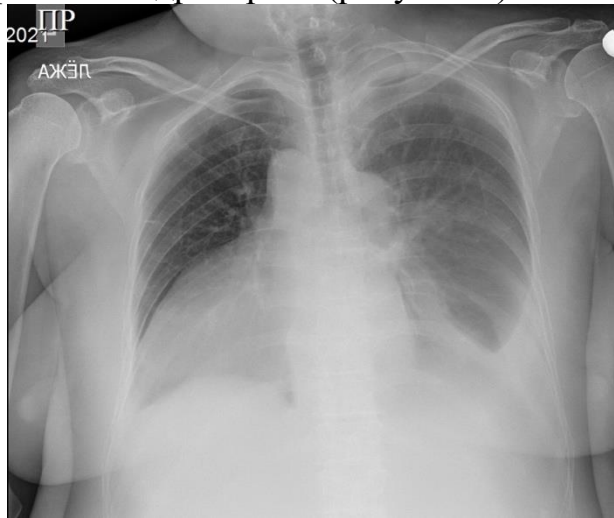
Обзорная рентгенограмма грудной клетки, 2021 год.
